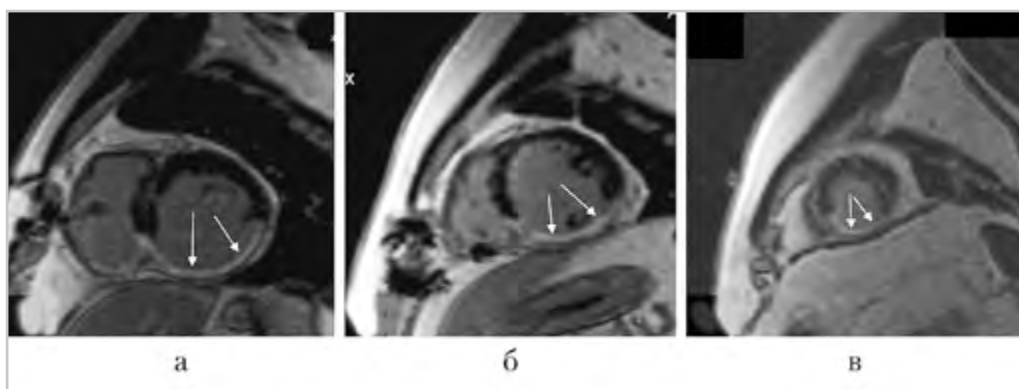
Постконтрастные МР-томограммы в отсроченную фазу после введения контрастного вещества. Изображение по короткой оси левого желудочка: *а* — на уровне базальной трети; *б* — на уровне средней трети; *в* — на уровне апикальной трети. Стрелками показано трансмуральное накопление контрастного препарата нижней стенкой левого желудочка
